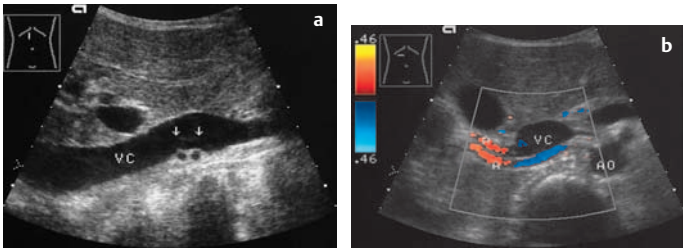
a u. b Gedoppelte A. renalis. a Längsschnitt: Dorsal der V. cava (VC) Darstellung zweier Arterienquerschnitte (Pfeile). b Oberbauchquerschnitt rechts, Farbdoppler: Beide Aa. renales (A) sind dargestellt; bei der Frage nach einer Nierenarterienstenose sollte immer die Möglichkeit einer Doppelung bedacht werden
